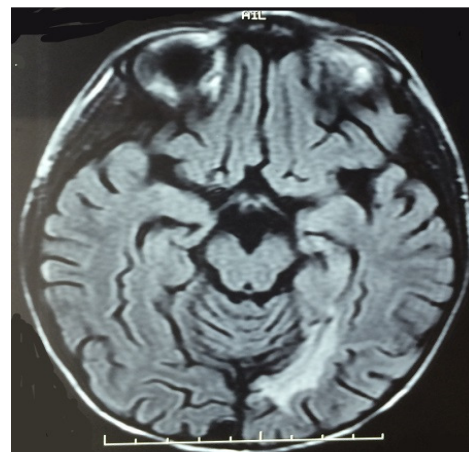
IRM cérébrale montrant la présence des anomalies de signal de l'étage sus tentorial en hypersignal pouvant cadrer vu le contexte à un syndrome d'encéphalopathie postérieure réversible
